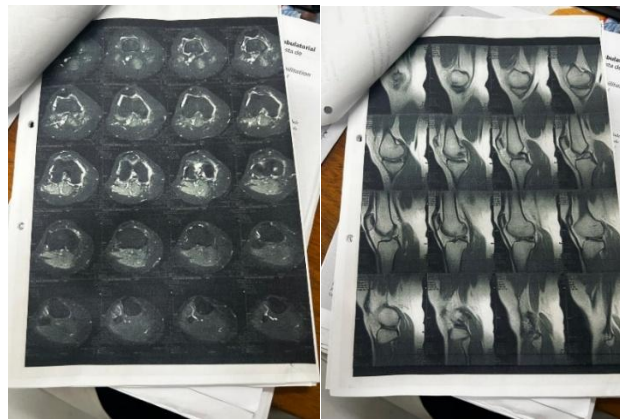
Ressonância magnética da paciente
